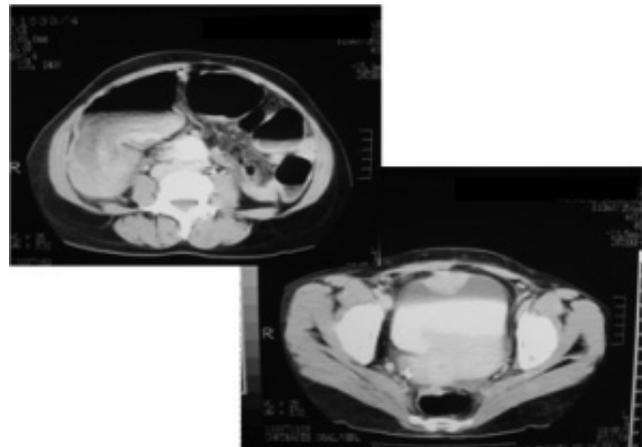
Tomografia mostrando distensão de intestino grosso e nódulo perto da bexiga
